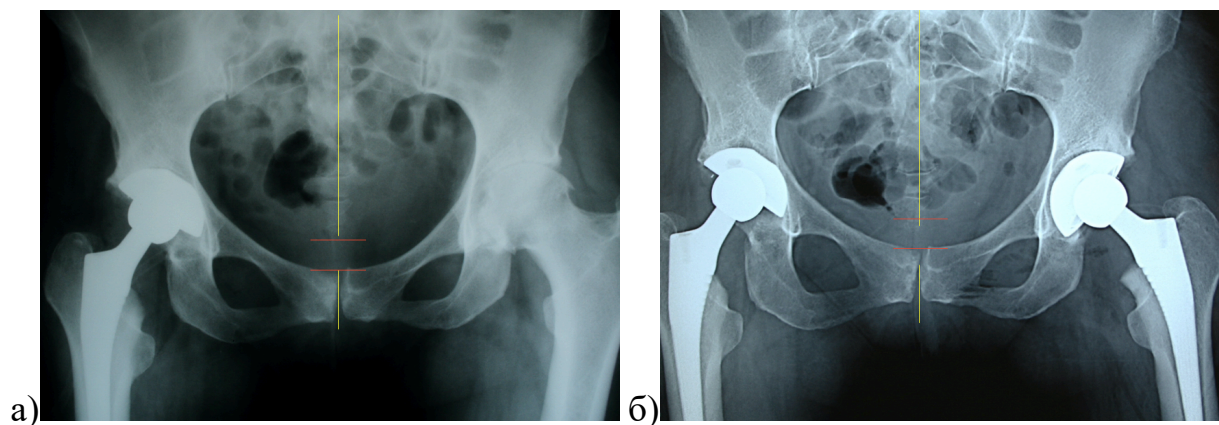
Рентгенограммы пациентки 48 лет после операции (а) и в динамике через пять лет (б): соответствие линии остистых отростков и линии лонного сочленения, схожая форма запирательных отверстий и практически одинаковое расстояние от копчика до лонного сочленения
